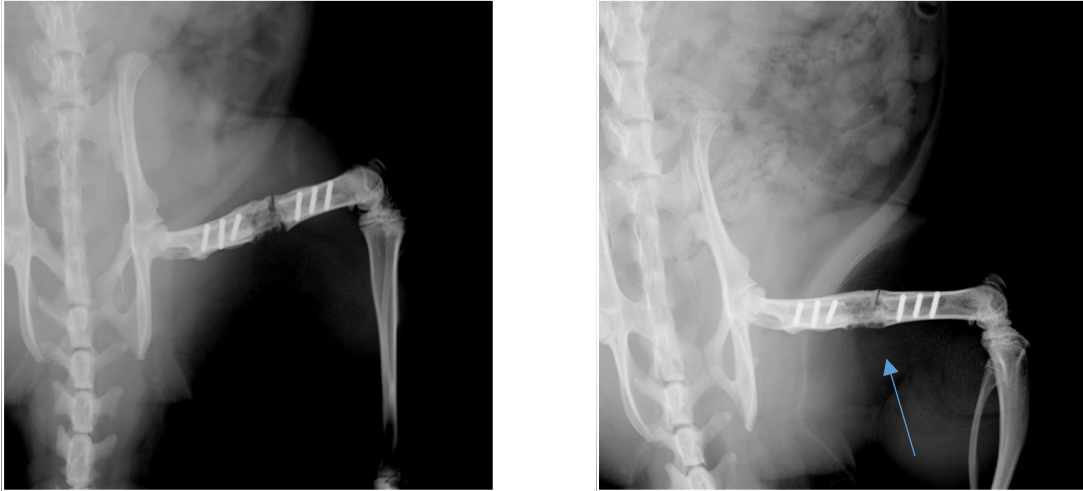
Kontroll-Röntgenbilder aus Versuchsgruppe "PLA + Kollagen + SDF-1" nach 20 Wochen postoperativ (Versuchsgruppe 4).
